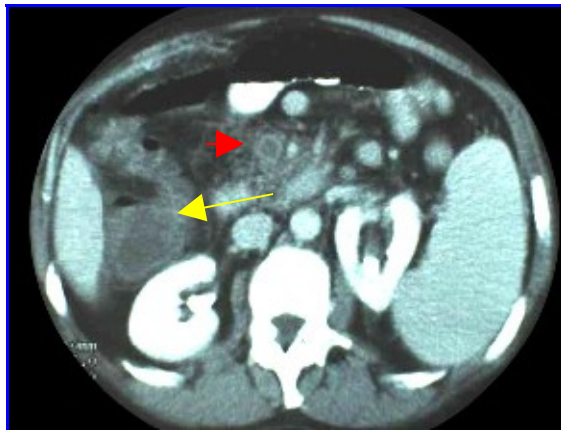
Trombosis venosa difusa abdominal. En la TAC se observa la trombosis de la vena mesentérica superior ( → ) y el engrosamiento difuso de las asas intestinales ( → ). En las ecografías se observa la trombosis de las venas mesentérica superior, esplénica, y una cavernomatosis de la porta.
